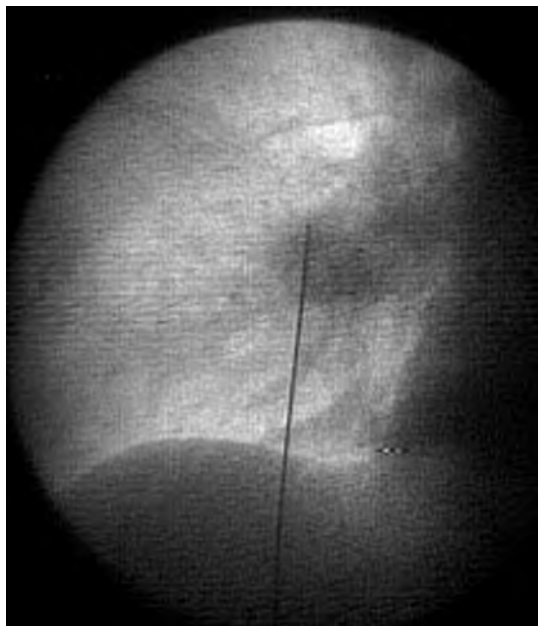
Трансторакальная пункция образования правой лёгкого под контролем рентгеноскопии.
